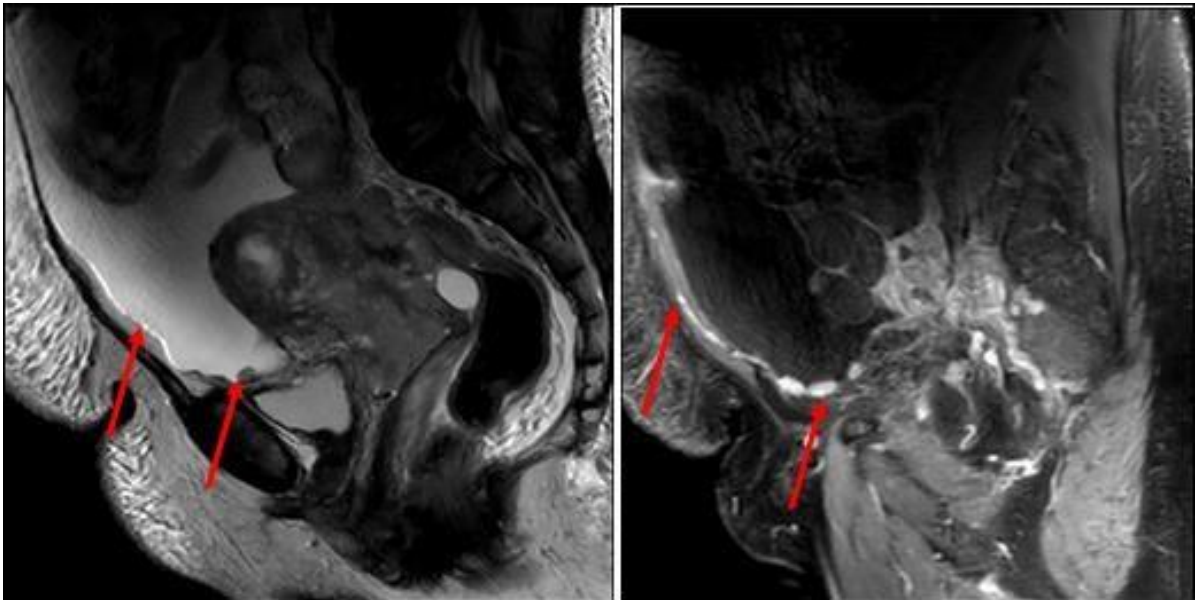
IRM en coupes sagittales T2 et T1 GADO montrant une masse du col utérin avec carcinose péritonéale
